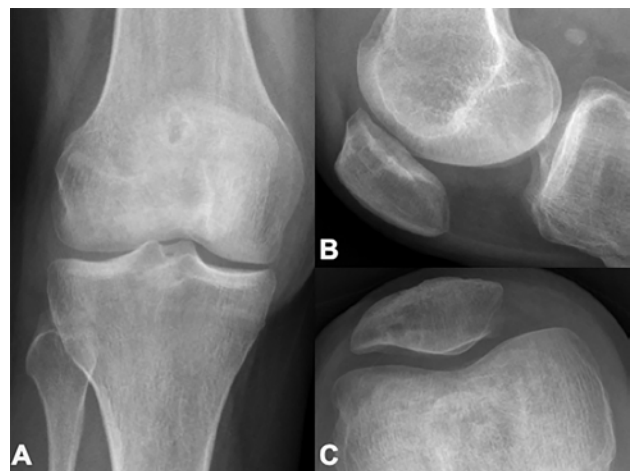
Radiografías focalizadas de rodilla derecha donde se evidencia una imagen radiolúcida bien definida en el ángulo superoexterno de la rótula sin otras lesiones óseas asociadas.
